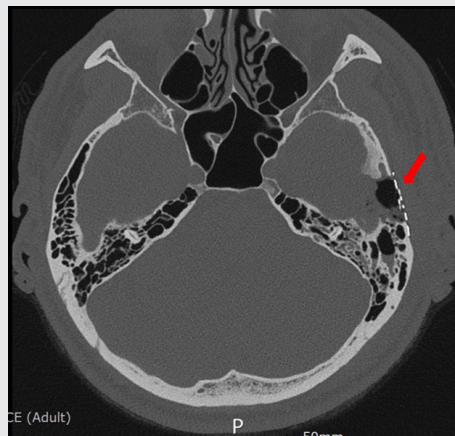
Postoperative CT image. A titanium mesh was applied to the burr hole on the side of the temporal bone.
